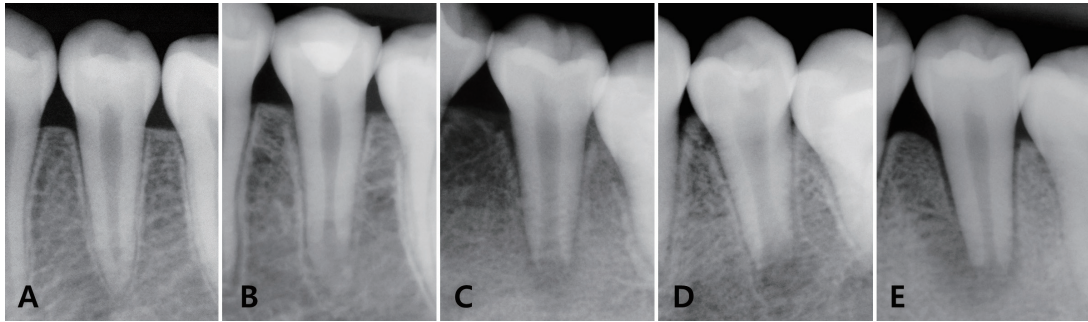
Example of teeth corresponding to periapical index (A) 1, (B) 2, (C) 3, (D) 4, (E) 5 by Orstavik[20].
